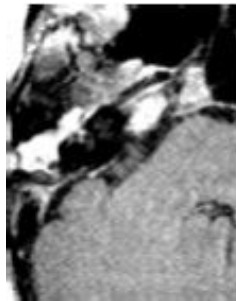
IRM en T1 avec Gadolinium en séquence tardive (45min) : réhaussement de la cavité opératoire signant une fibrose
